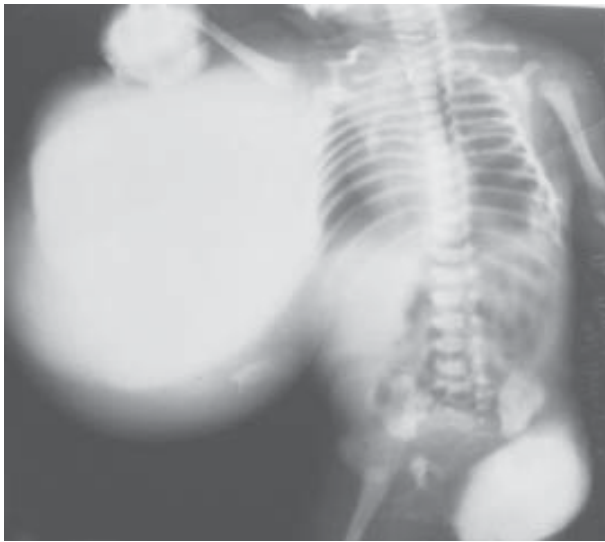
Кістозна лімфангіома. Рентгенограма
